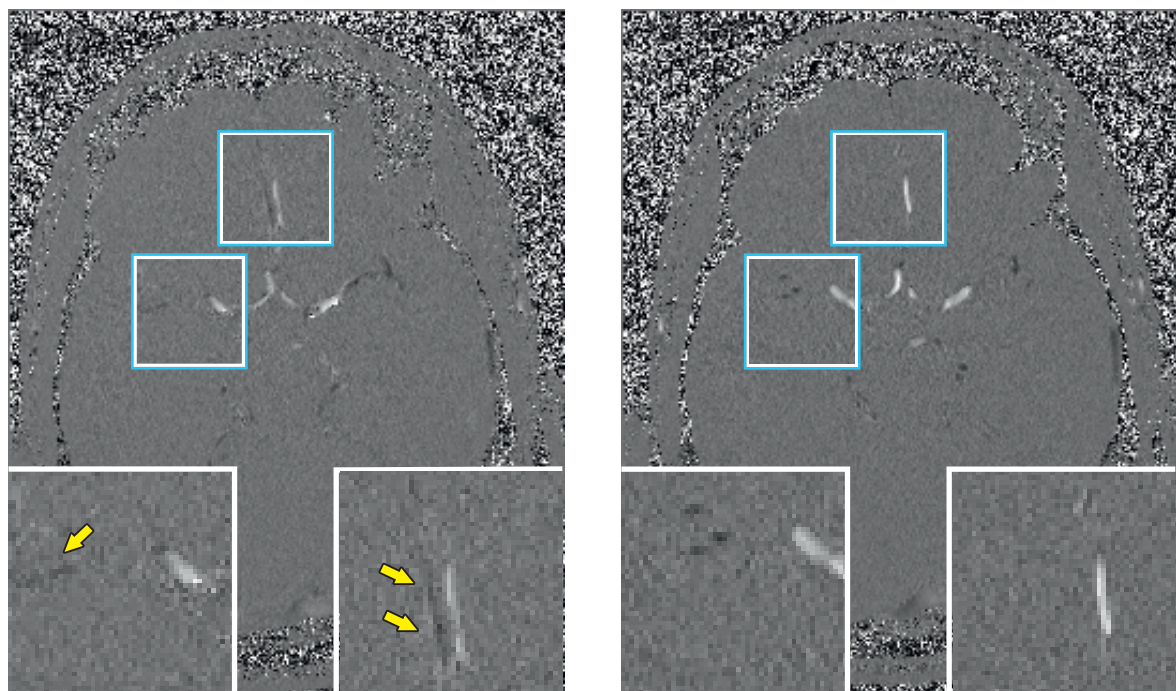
Magnitudendaten (oben) und Phasendaten (unten) einer Schicht zweier PC-MRI Messungen desselben Probanden (VP3). Die Messungen wurden einmal ohne PMC (links) und einmal mit PMC (rechts) aber ansonsten identischen Parametern in zwei Sitzungen an verschiedenen Tagen durchgeführt. Messparameter in Tabelle 5.3 (VP3).
